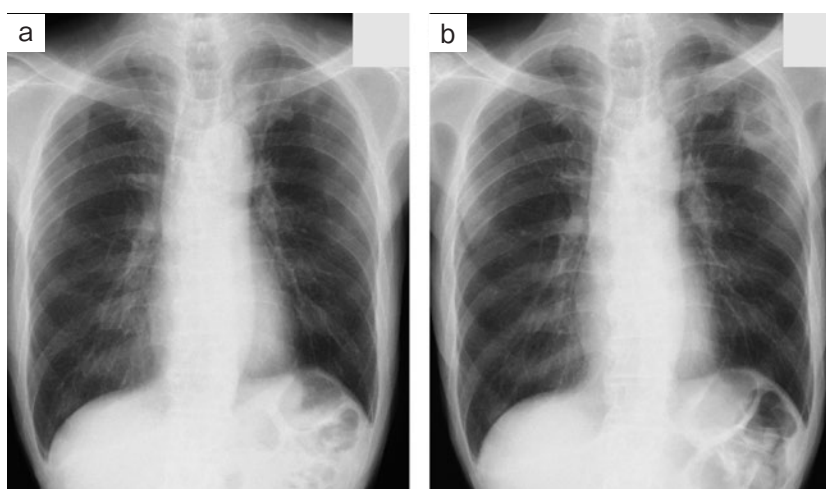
胸部単純X線写真。(a) 二次治療開始時、(b) 二次治療開始後第56病日。左上肺野に新規の空洞性陰影を認めた。
